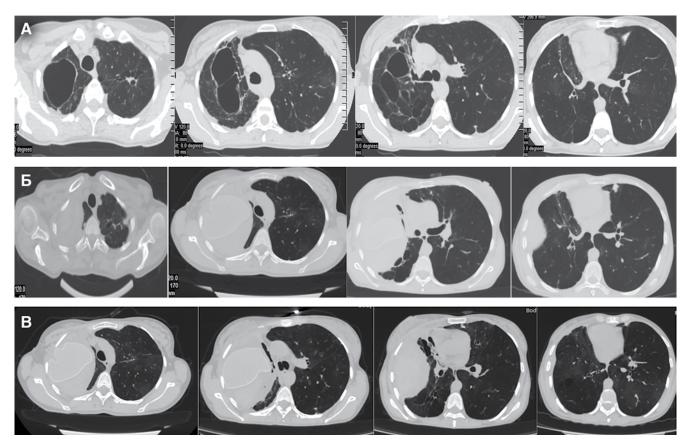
КТ пациентки Н.: A-25.06.2015 г., перед операцией, B-06.08.2015 г. После операции 15 дней, B-24.11.2015 г. после операции 3 мес
